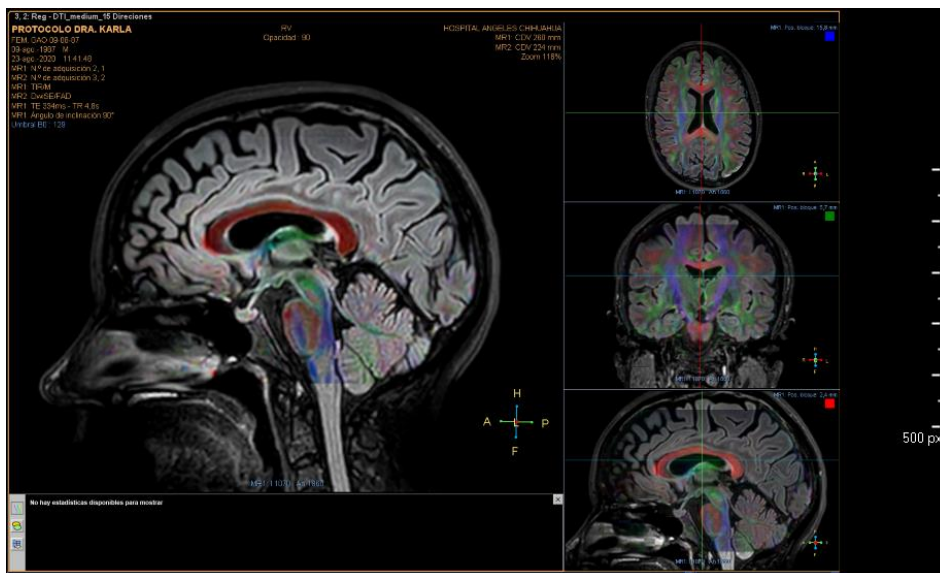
Imagen de resonancia magnética con fusión de secuencias de tensor de difusión (DTI) y FLAIR 3D
